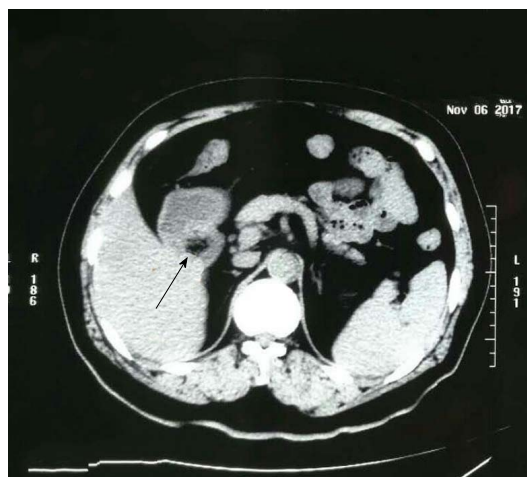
2017-11-06腹部CT平扫: 十二指肠球部可见圆形异物, 周边高密度影, 中心不均匀混杂低密度(箭头)。
